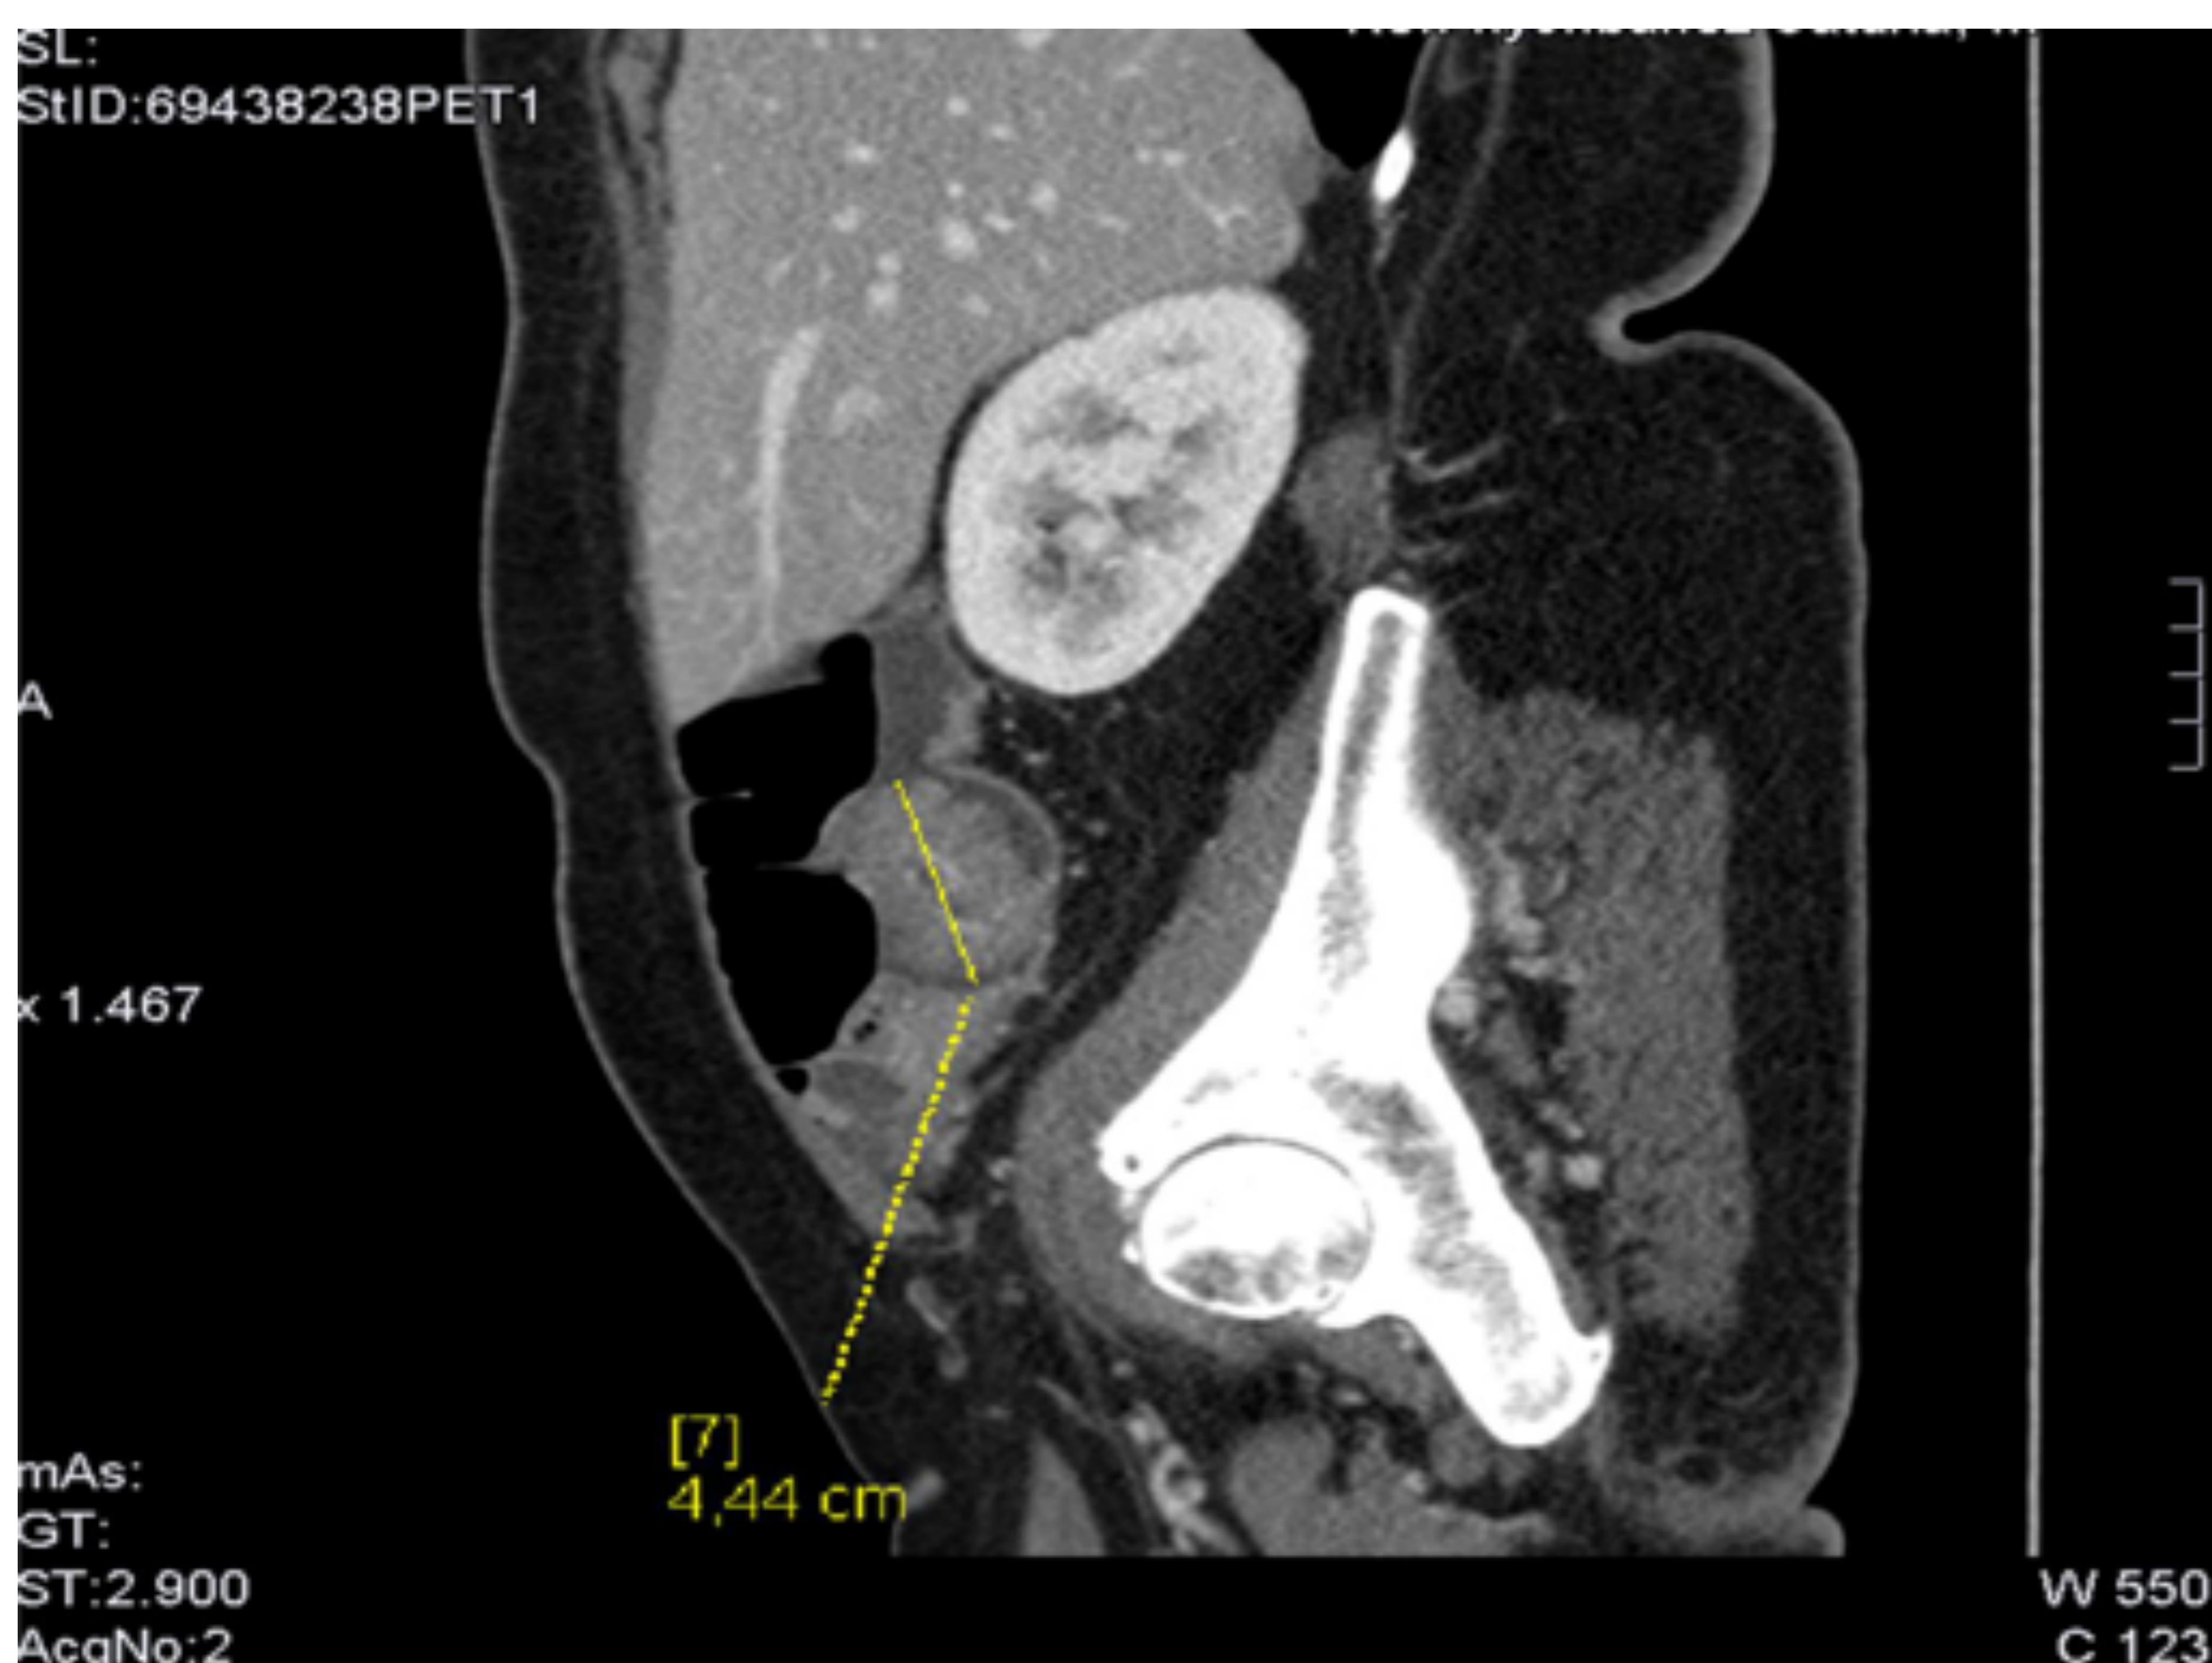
En TC se correlaciona lesión visualizada en el ciego con la ecografía masa polipoidea de márgenes irregulares, con realce mural y engrosamiento concéntrico parietal.
